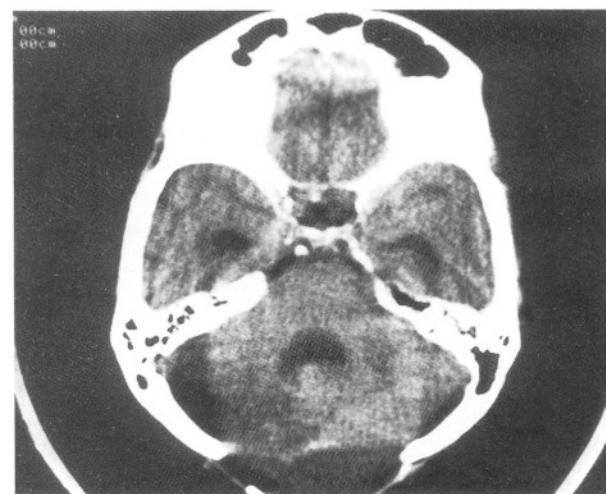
Aynı olgunun 3. gün alınan bilgisayarlı tomografisinde enfarkt alanı görülmektedir.
